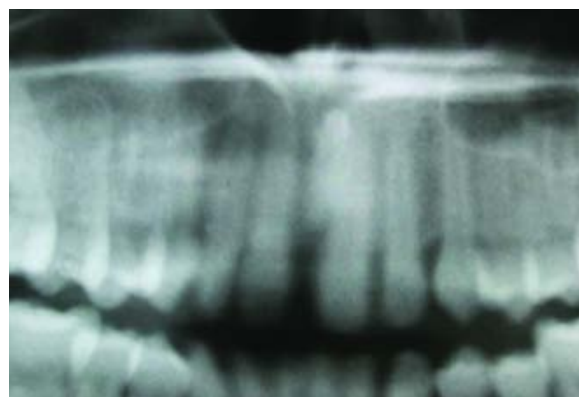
Radiografia panorâmica onde se vê o mesiodente
